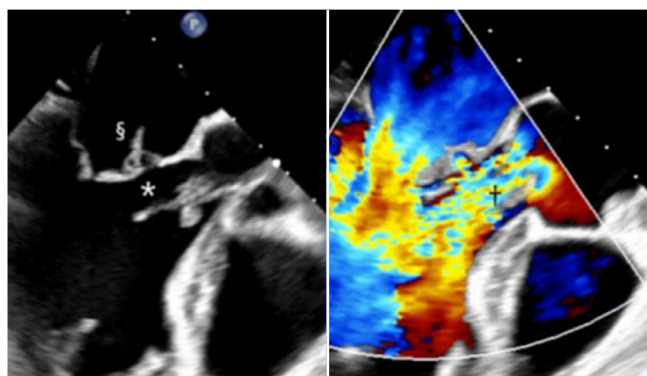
Imagem à esquerda: Visão longitudinal do ETE ao final da sístole. Há espessamento irregular da cúspide aórtica e vegetação alongada (*). Folheto mitral anterior com a vegetação relatada. Imagem à direita: Vista longitudinal do ETE em diástole e Doppler colorido. Há um jato de regurgitação aórtica ocupando quase toda a via de saída do ventrículo esquerdo (†).
